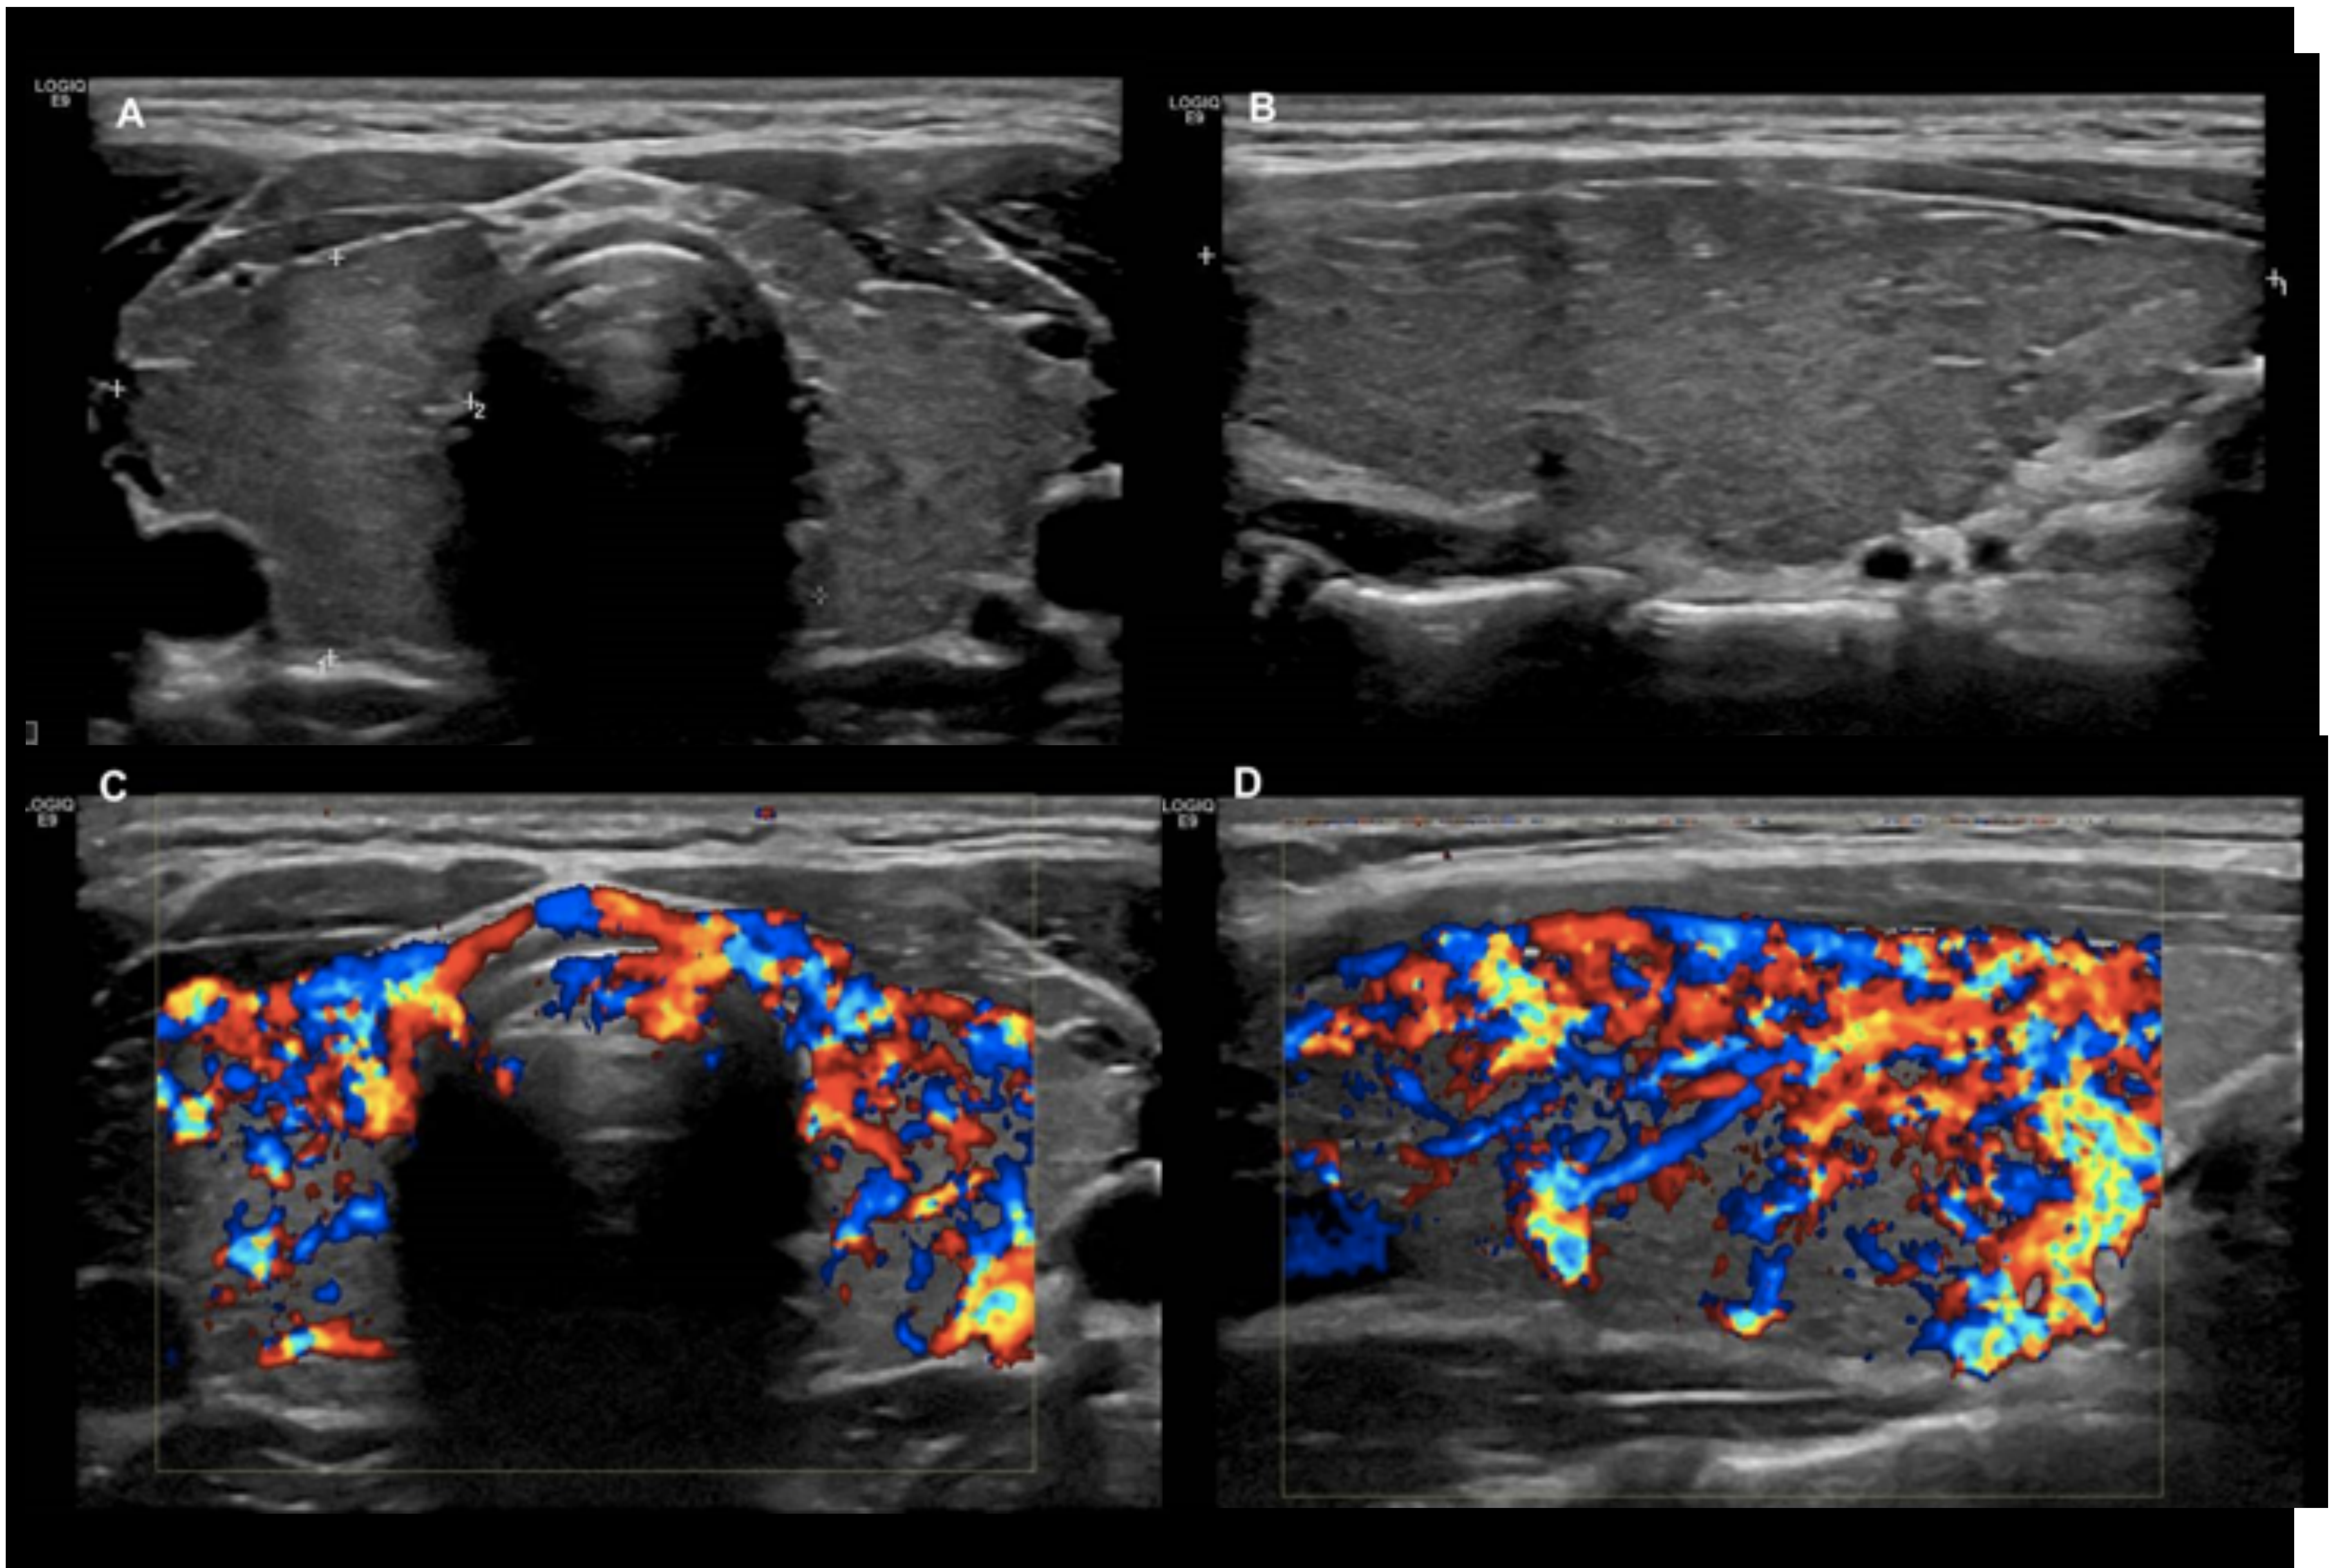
Enfermedad Graves-Basedow. Ecografía de tiroides en modo b plano axial (A) y longitudinal (B) y en modo doppler color plano axial (C) y longitudinal (D). Se observa tiroides aumentado de tamaño de forma simétrica y difusa. Parénquima hipocogénico con ecoestructura heterogénea y vascularización muy aumentada demostrada mediante doppler color visualizando “infierno tiroideo”. Estos hallazgos son indicativos de Enfermedad de Graves en paciente con clínica-analítica concordante.
